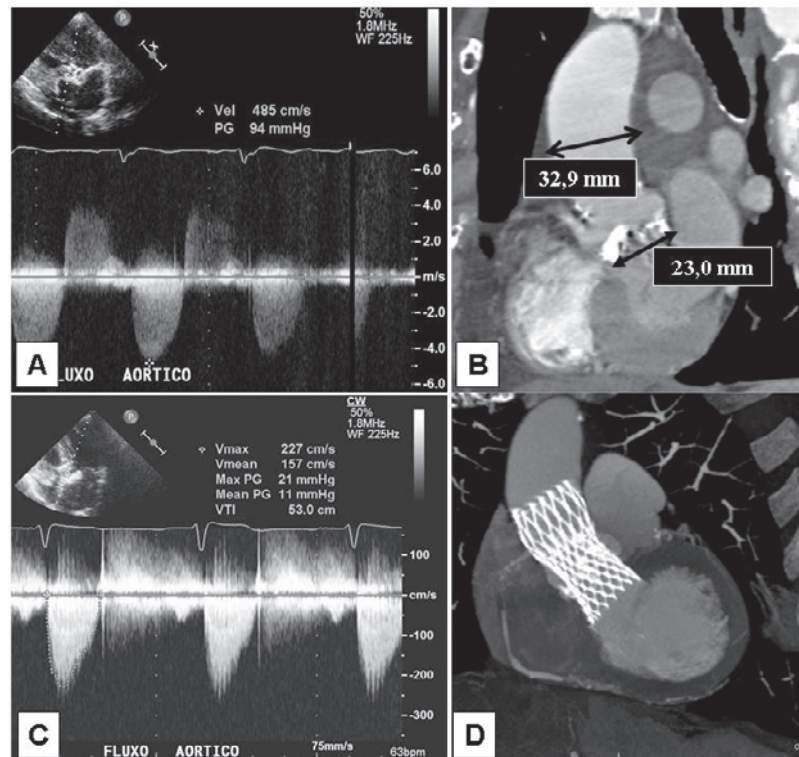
Em A e B, ecocardiograma e angiotomografia pré-intervenção, respectivamente, demonstrando estenose valvar aórtica calcificada e medida do anel valvar de 23 mm. Em C, ecocardiograma realizado após implante da endoprótese CoreValve, com insuficiência perivalvar discreta e redução do gradiente transvalvar aórtico. Em D, angiotomografia demonstrando adequado posicionamento e expansão da prótese.
